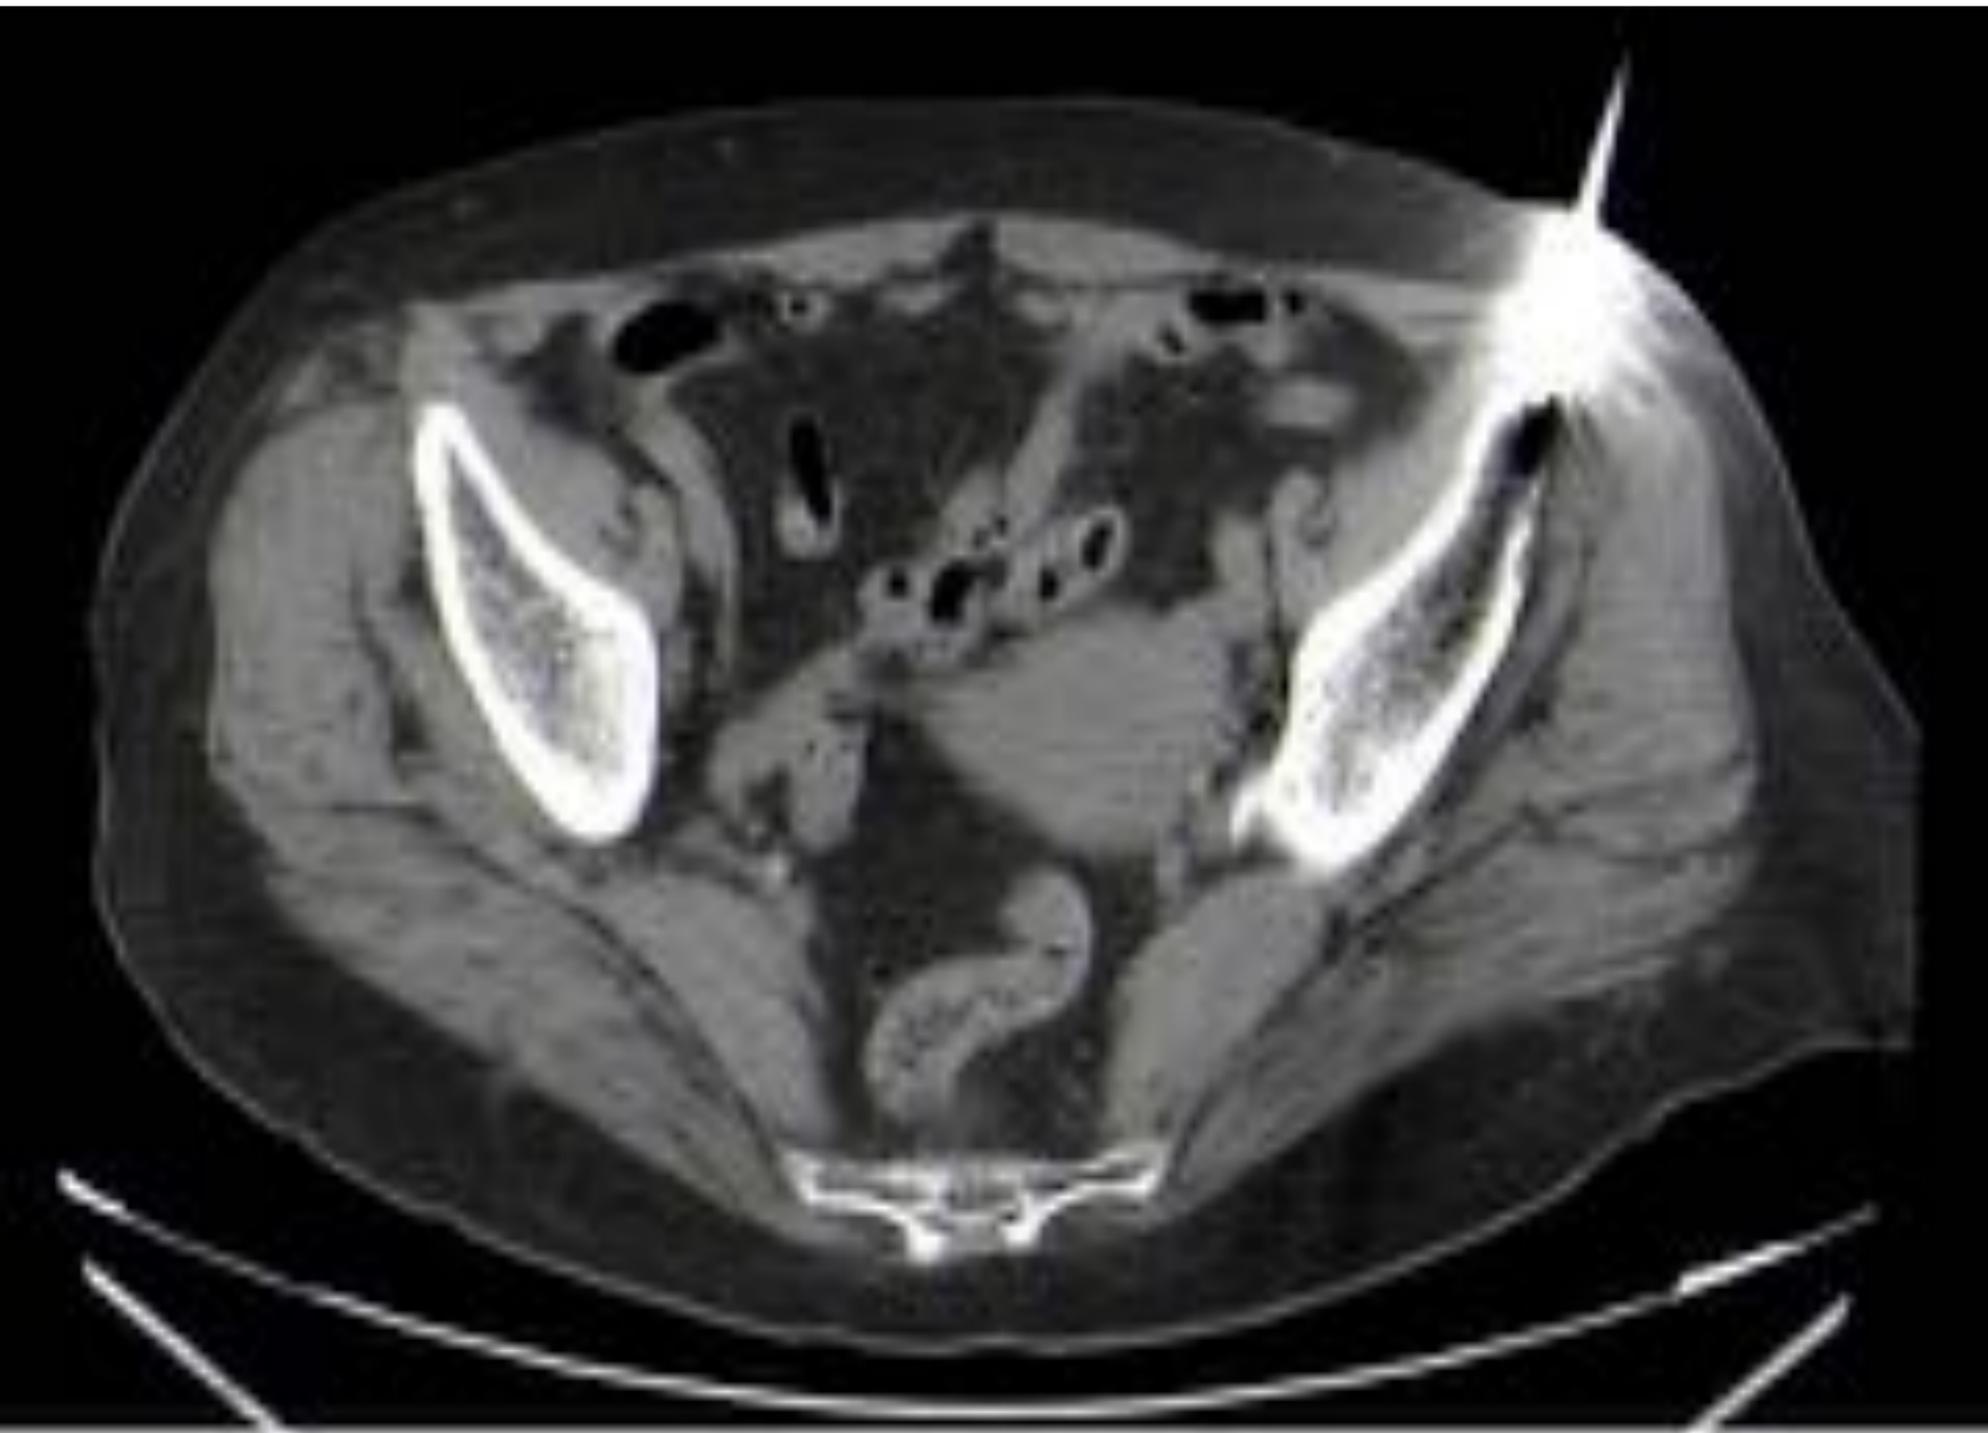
Imagen TC de PAAF de lesión localizada en cresta ilíaca.
